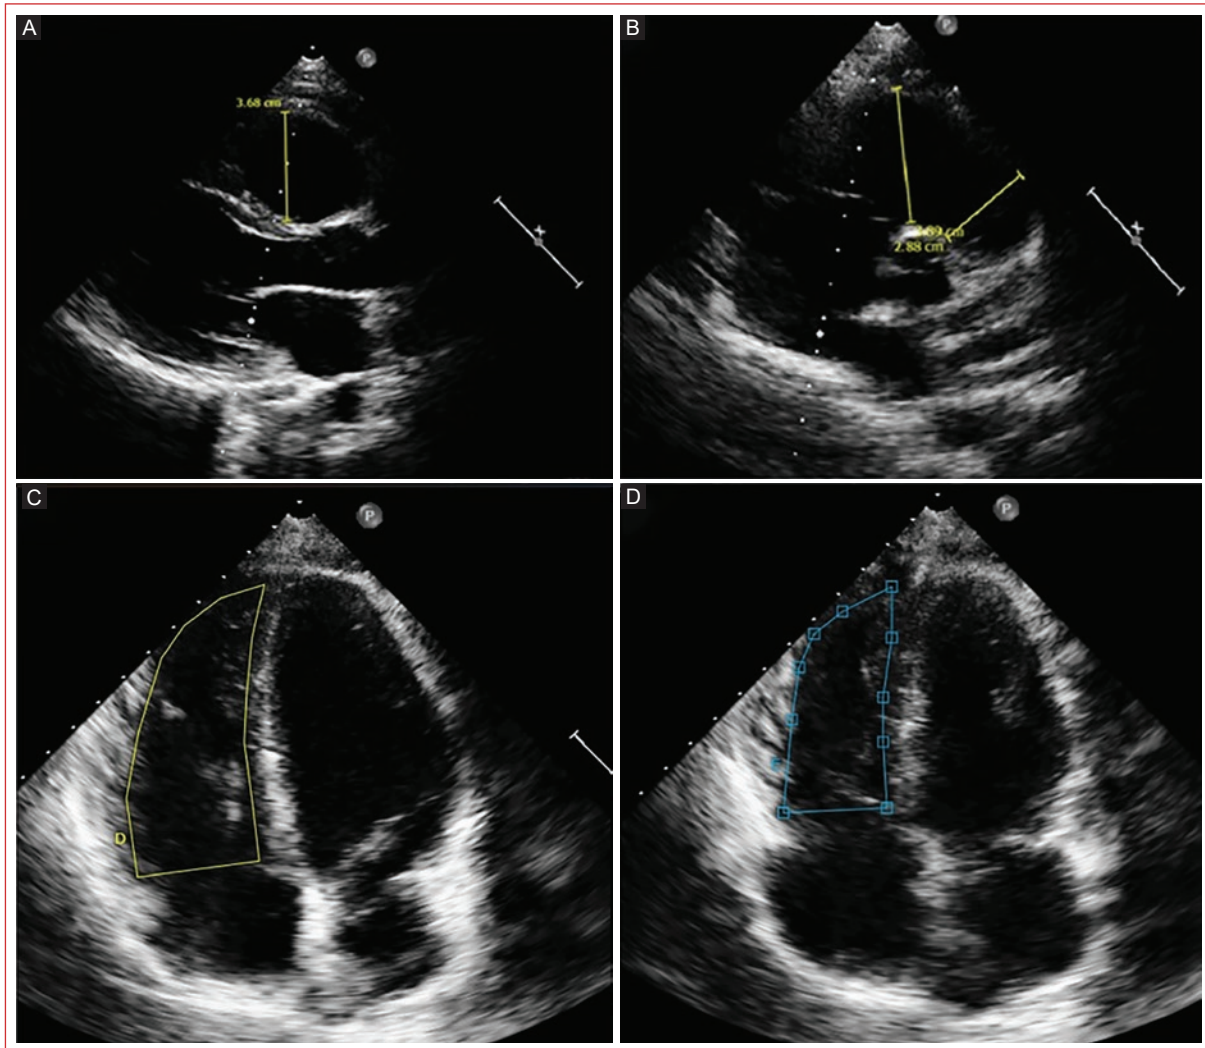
Ecocardiografía transtorácica 2D. Vistas en el eje paraesternal largo (A) y el eje corto (B), que muestra la medida del diámetro del tracto de salida proximal y distal del ventrículo derecho. Medidas del cambio de área fraccional en sístole (D) y diástole (C).
